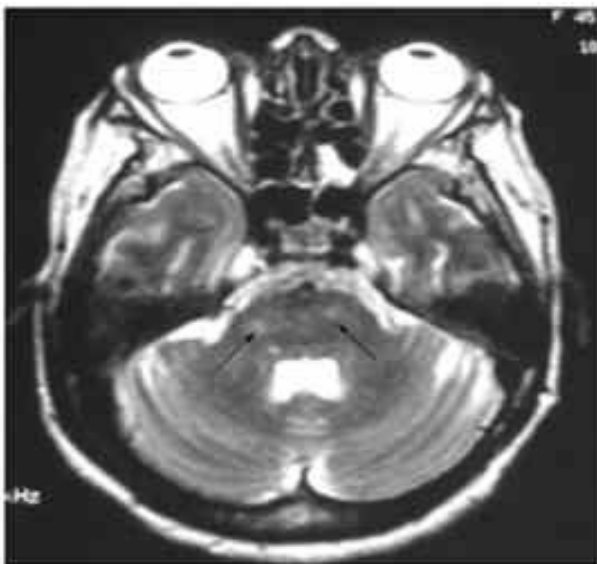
IRM encéphalique : Hypersignal en pondération T2 FLAIR du tronc cérébral à hauteur de la protubérance
